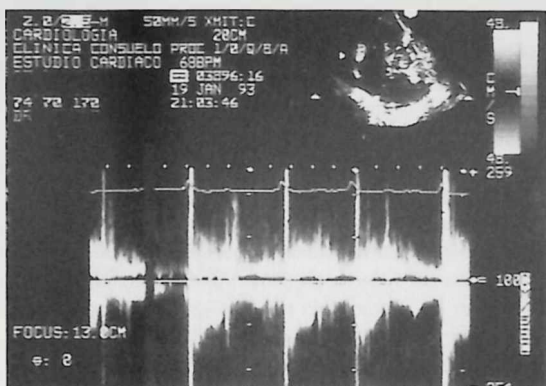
Flujo Doppler continuo en HAP. Tiempo de aceleración pulmonar de 30 ms. Se observa pico precoz, deceleración precoz, muesca mesosistólica y pico tardío.
